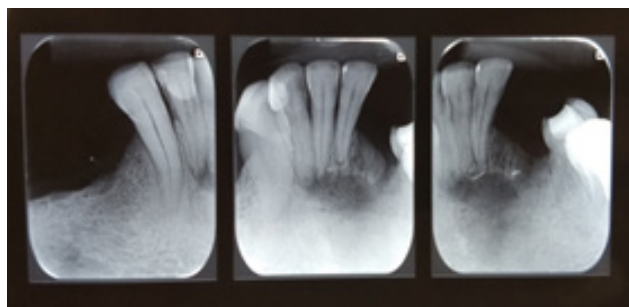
Periapical dos dentes anteriores e neo-formação óssea na área de lesão
